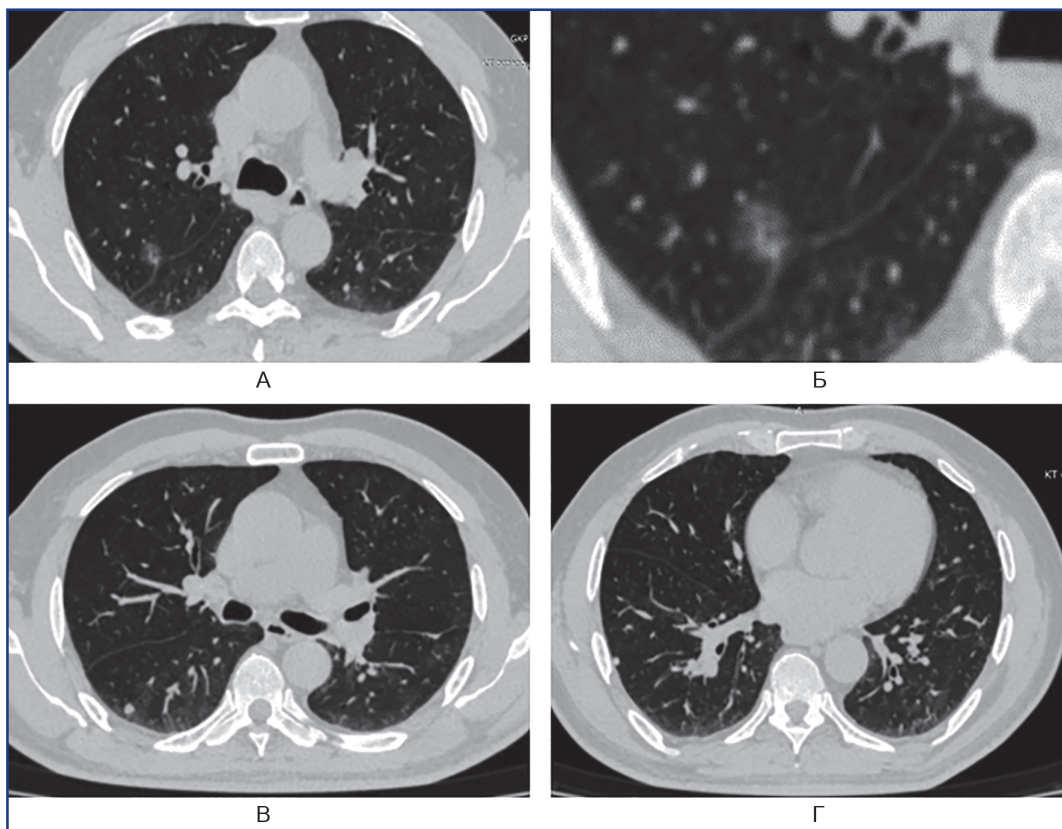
КТ органов грудной клетки больного Т., 67 лет.: А, Б – облаковидная тень (S2) верхней доли правого легкого с реакцией висцеральной плевры; В – облаковидная тень (S2) верхней доли правого легкого с реакцией висцеральной плевры (прицельный снимок); Г – шаровидное образование (S9) нижней доли правого легкого
